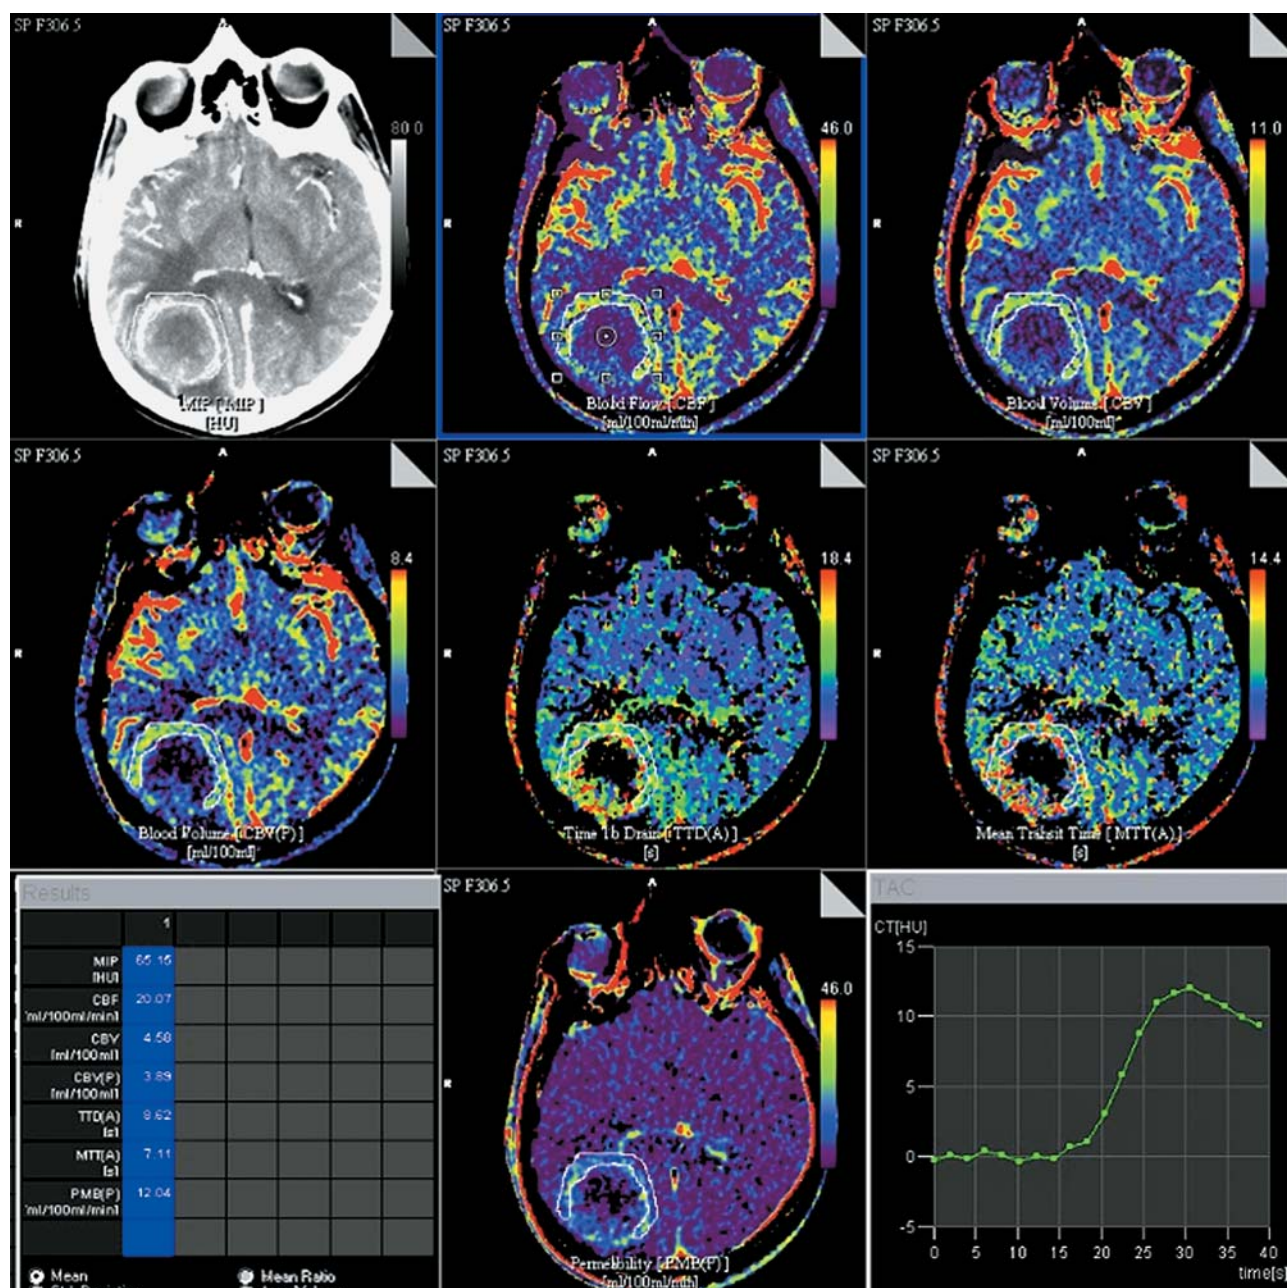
Пациент 48 лет. Диагноз: метастаз рака желудка. КТ-перфузия: средние параметры перфузии в солидной части опухоли в правой затылочной доле – CBF 20,07 мл/100 мл/мин, CBV 4,58 мл/100 мл, MTT 7,11 с, PMB 12,04 мл/100 мл/мин.
